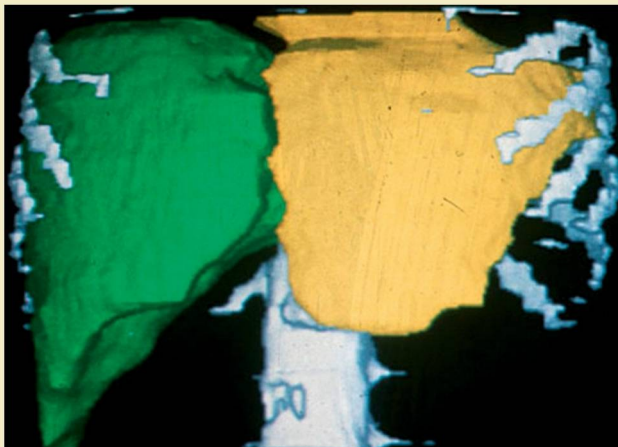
Hipertrfia inducida en el lóbulo hepático izquierdo (amarillo) 1 mes después de embolización de la vena porta con cianoacrilato indicada previamente a una hepatectomía derecha extendida al segmento IV por metástasis colorrectales. Reconstrucción mediante TC 1 mes más tarde e inmediatamente antes de la cirugía.
